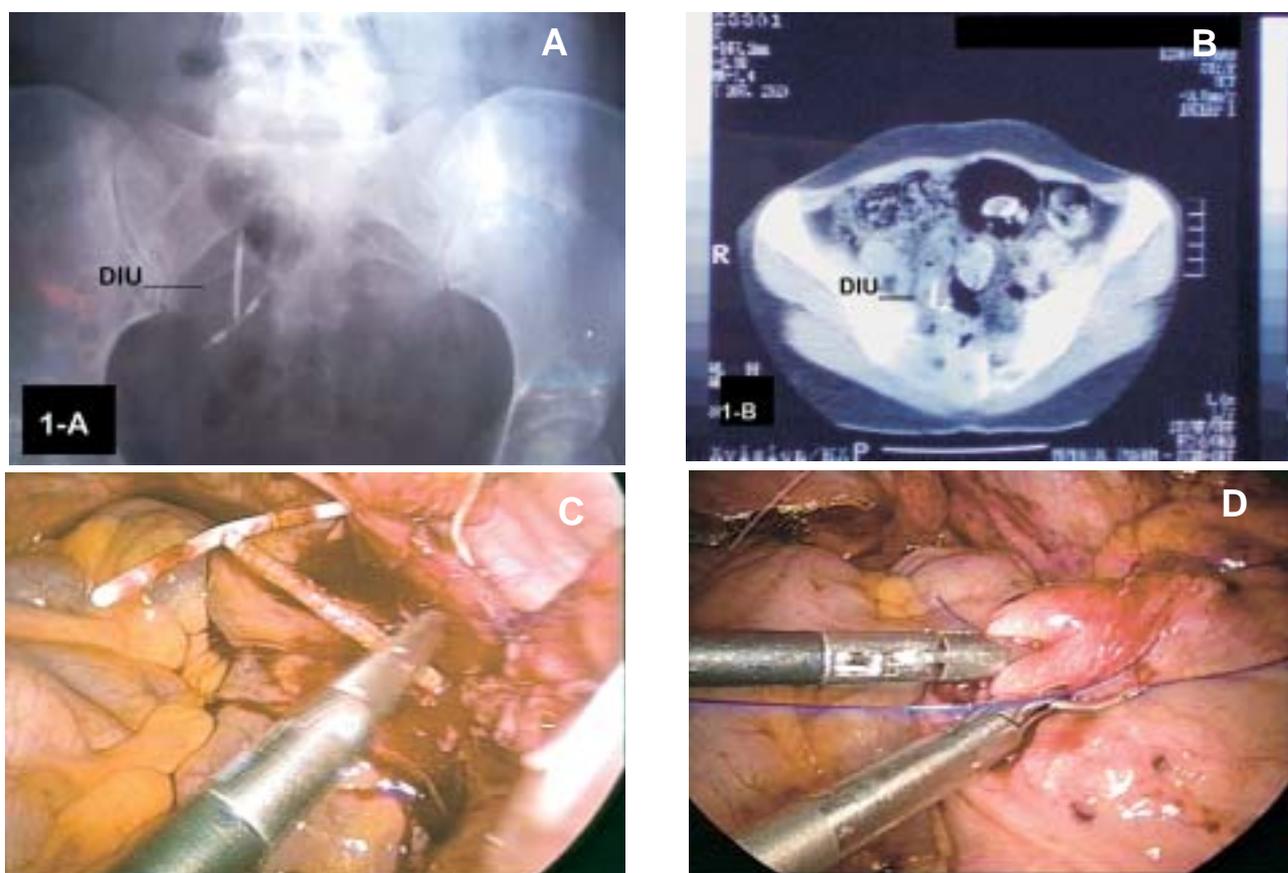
a) Radiografia simples de abdome, demonstrando DIU intra-cavitário. b) Tomografia computadorizada, com contraste oral e venoso, demonstrando a presença de DIU intra-cecal, sem abscesso ou extravasamento do contraste. c) Achado intra-operatório do DIU sendo retirado da alça colônica após liberação do bloqueio inflamatório. d) Sutura do defeito cecal com pontos separados de Prolene 3.0.
